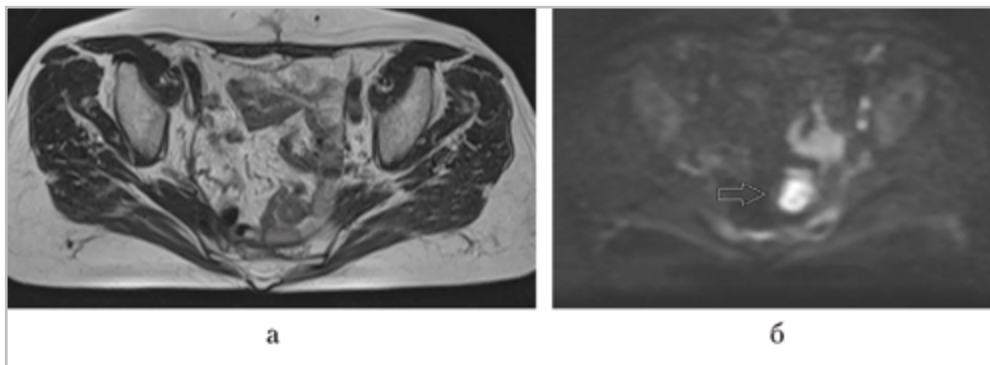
МР-томограммы малого таза. На Т2-ВИ дополнительные образования в брыжейке тонкой кишки четко не визуализируются (*а*): на ДВИ в брыжейке тонкой кишки определяется участок резко повышенного МР-сигнала, соответствующий рецидивной опухоли (*б*)
